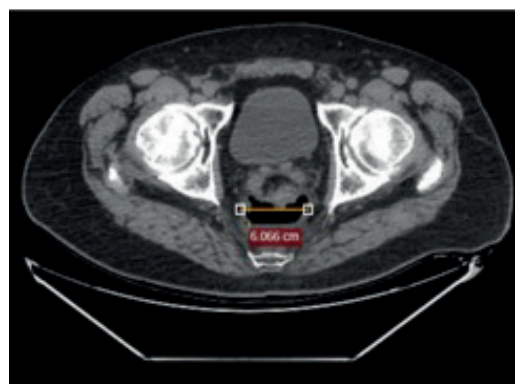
Tomografía computarizada previa al tratamiento donde se observa una colección pélvica retroanastomótica presacra de 6 cm de diámetro, con un nivel hidroaéreo (línea).
